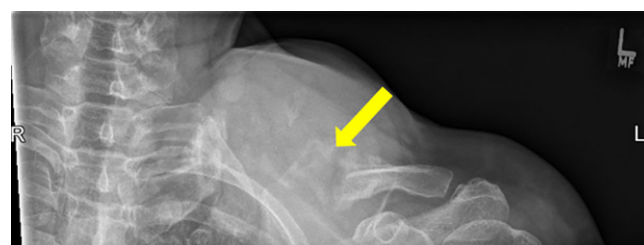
◀ Röntgenaufnahme der linken Klavikula mit einem knöchernen Defekt im mittleren Drittel (gelber Pfeil)
